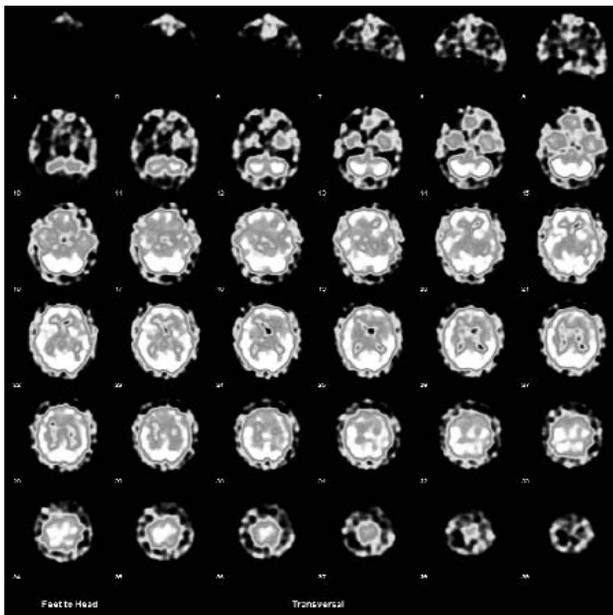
SPECT CEREBRAL de perfusión con ^{99m}Tc ECD: en cortes 17-20 se observa infarto en tálamo derecho, mientras que en los cortes 22-27 puede observarse una marcada hipoperfusión en regiones temporales izquierdas (v. asimetría).
